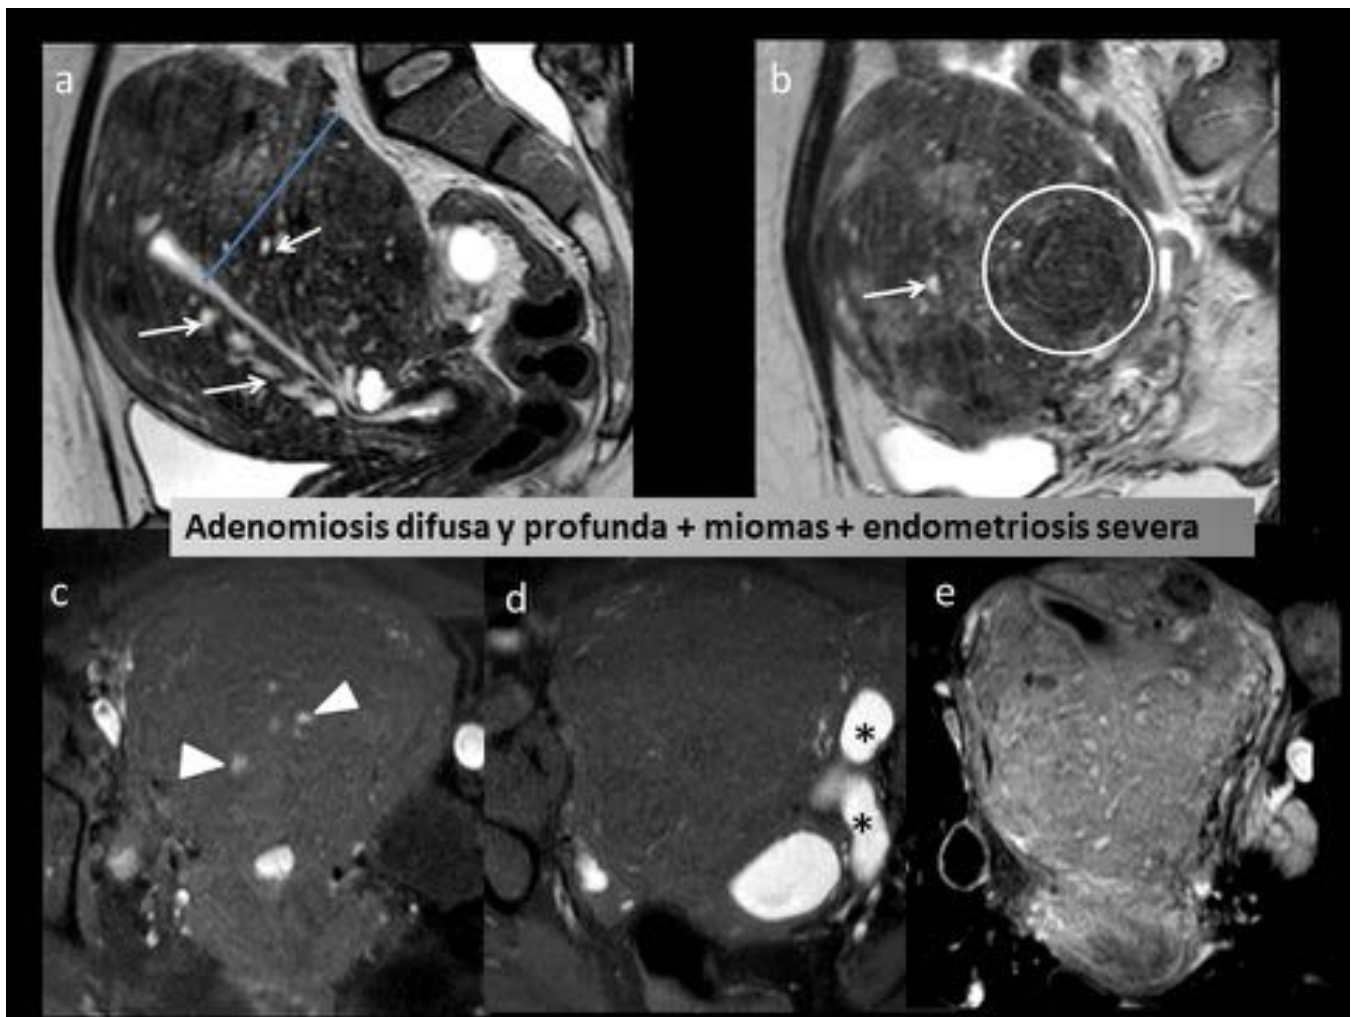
Mujer de 42 años con dismenorrea. Útero grande visto en ETV. En RM la ZU está engrosada difusa y profundamente (más de 1/3 del miometrio)(a y b), con microquistes y estriaciones lineales hiperintensas en T2 (flechas en a y b) hacia el miometrio, con múltiples focos hemorrágicos (puntas de flecha en c) compatible con adenomyosis profunda y lesiones focales hipointensas en T1 y T2 bien delimitadas, compatibles con miomas intramurales (círculo en b). Hematosálpinx izquierdo (* en d).
